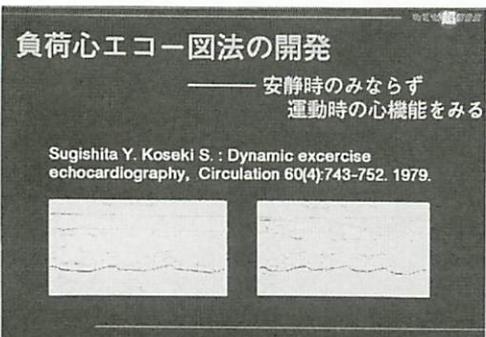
負荷心エコー図法の開発 (Sugishita Y et al.: Circulation, 1979)
